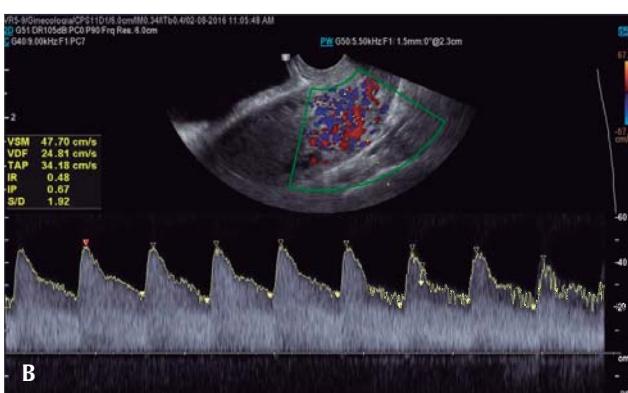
A. USG endovaginal; útero en longitudinal, en donde se aplica la modalidad Doppler color existiendo una codificación del mismo en las imágenes anecocicas en forma de «esponja». B. Al aplicar la modalidad Doppler pulsado sobre las mismas lesiones se observa una velocidad de flujo de alta resistencia con un trazo de tipo pulsado monofásico.
